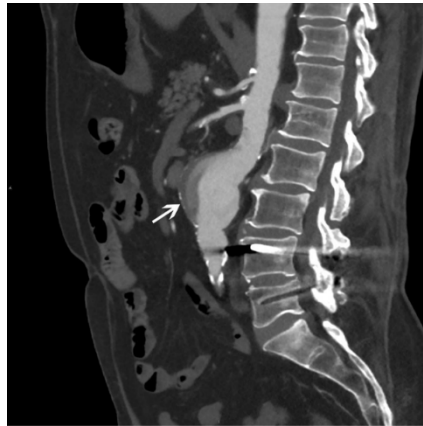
Coupe sagittale de l'aorte abdominale par angio-TDM. La flèche blanche montre un anévrisme de l'aorte abdominale de 5 cm [51].
